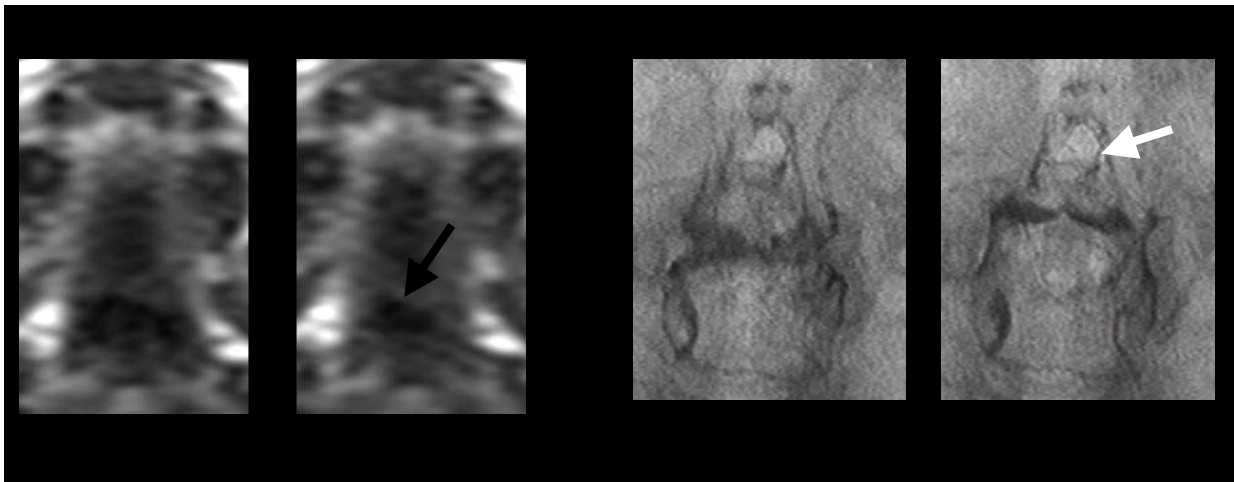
Patient 5, präoperative Echtzeit-MRT-Sequenz in sagittaler Schnittebene des Velopharynx und präoperative sagittale Videofluoroskopieaufnahme mit KM in maximaler Annäherung des Velums an die Rachenhinterwand; In beiden Aufnahmen wurden Adenoide (weißer Pfeil) diagnostiziert.
